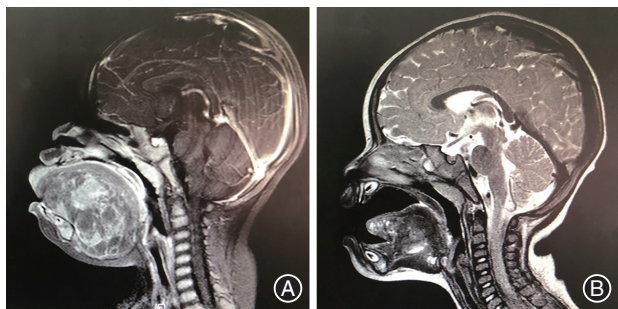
舌及口底巨大混合型淋巴管畸形(LM)患儿口服西罗莫司联合外科手术治疗过程磁共振成像(MRI)影像资料 A:治疗前;B:外科手术后3个月。
